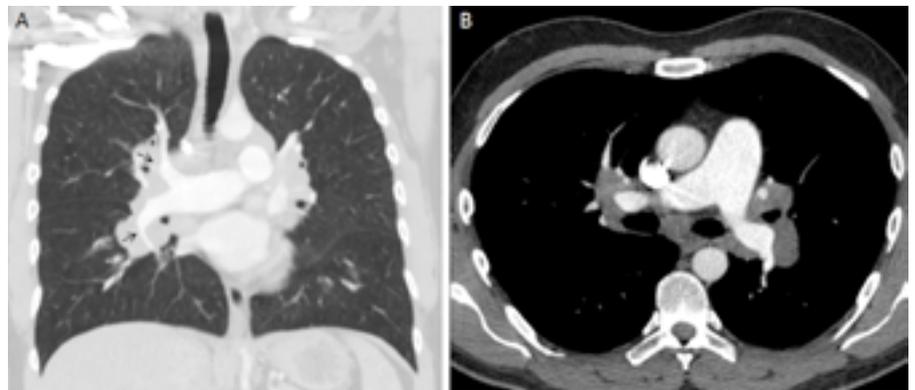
Thorax-CT: (A) Koronare Schicht im Lungenfenster mit deutlich ersichtlicher Lymphadenopathie die zur Kompression der Pulmonalarterien führt (→), (B) axiale Schicht mit durch extrinsische Kompression verengten Pulmonalarterien.
